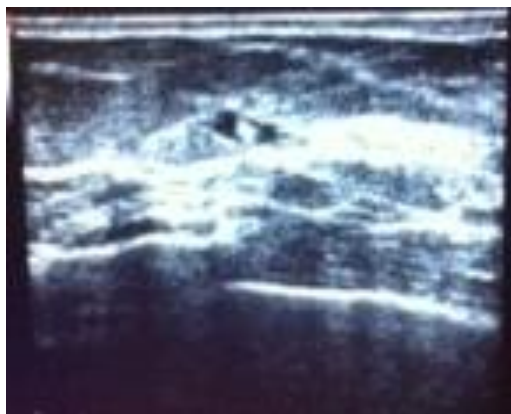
Localización e inyección intratumoral del radiotrazador guiado por ecografía.
